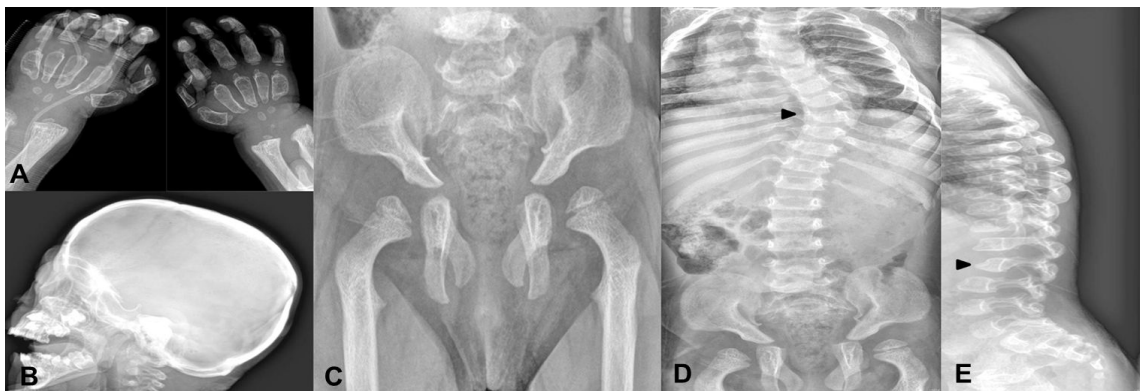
Radiographs of patient A. (A) Hand shows short and thick metacarpal and phalangeal bones with proximal pointing of the metacarpal bones; (B) The skull shows bitemporal protrusion and prominent sella; (C) Flaring of the iliac bones with hypoplastic lower portion and poorly- formed acetabular roof; (D) decreased AP distance of the vertebral bodies and posterior scalloping associated with thoracic scoliosis. The ribs show canoe paddle appearance; (E) The spine shows anteroinferior beaking appearance of the upper lumbar vertebrae.
